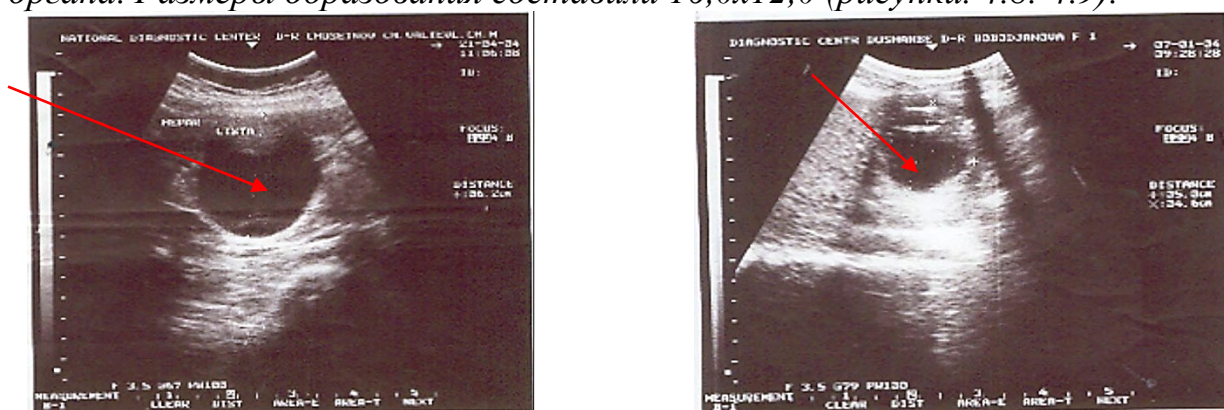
4.9. - УЗИ печени. Эхинококковая киста правой доли печени и селезенки
